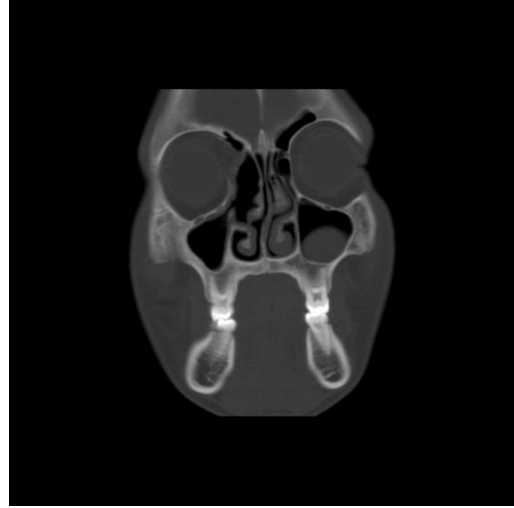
Ameliyat öncesi koronal paranazal sinus BT görüntüsünde, sağ etmoid sinüste lezyon izlenmektedir.
